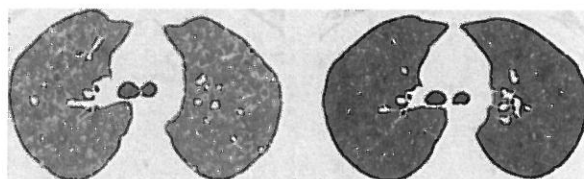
Röntgenfoto's van de thorax van een patiënte met Langerhanscel histiocytosis.
